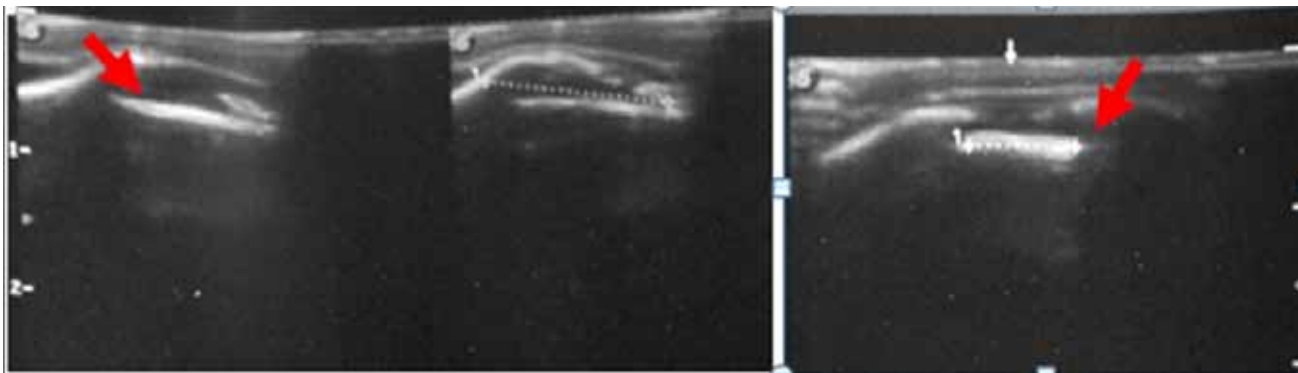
Результат УЗИ-исследования пациент Г. «Двойной» контур кости как остаточное проявление кефалогематомы (слева отмечено стрелкой), справа фрагмент кости, расположен несколько ниже пластинки затылочной кости, возникло подозрение на депрессионный вдавленный перелом затылочной кости
